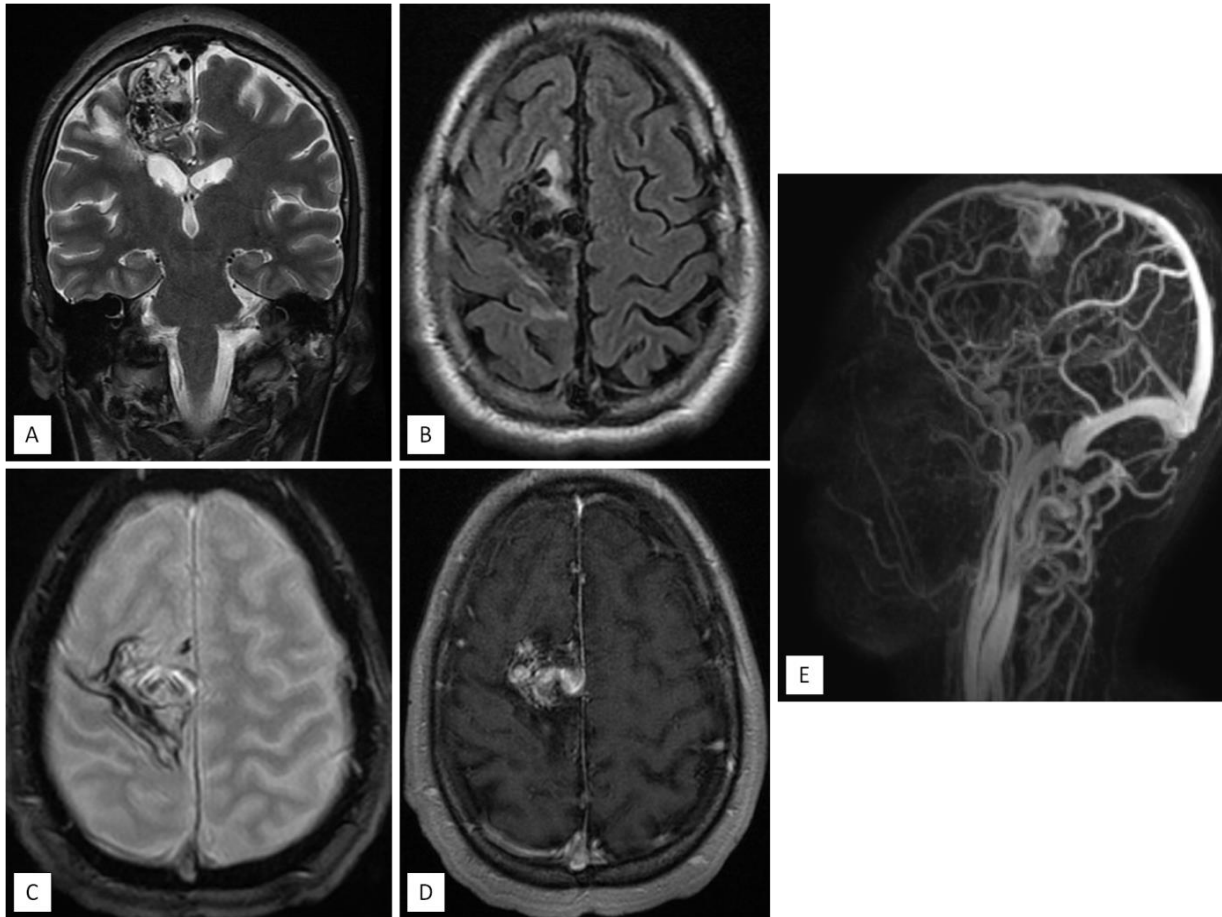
L'IRM cérébrale en séquence T2 (coupe coronale : A), FLAIR (coupe axiale : B), T2* (coupe axiale : C), et en T1 GADO (coupe axiale : D) montre la présence d'une structure vasculaire serpigineuse frontale parasagittale droite précentrale, à nidus compact, alimentée essentiellement par les afférentes péri-calleuses droites qui proviennent de l'ACA homolatérale qui est dilatée, le drainage veineux se fait vers les veines corticales puis le sinus sagittal supérieur (séquence dynamique TRICKS : E).
